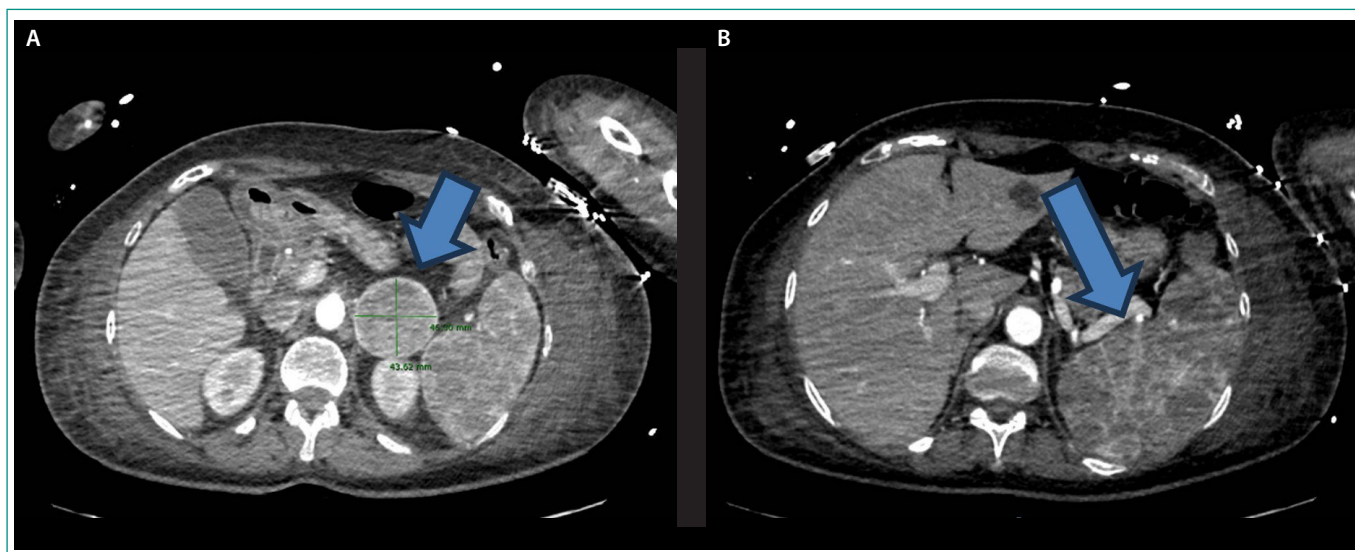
A. Tomografía toracoabdominopélvica con gran lesión suprarrenal izquierda compatible con feocromocitoma. B. Tomografía toracoabdominopélvica con esplenomegalia con aspecto infiltrativo o tumoral.
